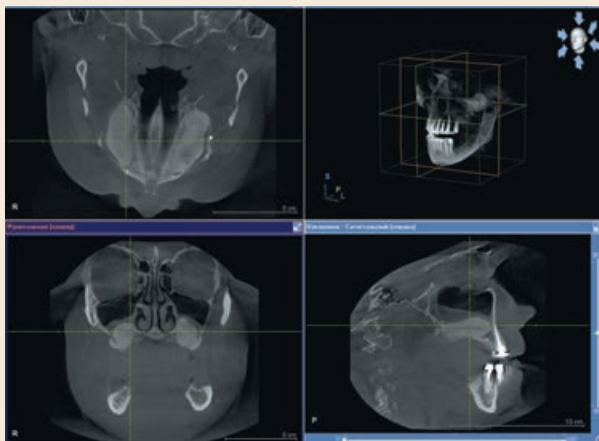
КТ околоносовых пазух. Картина состояния после синус-лифтинга на верхней челюсти с обеих сторон
